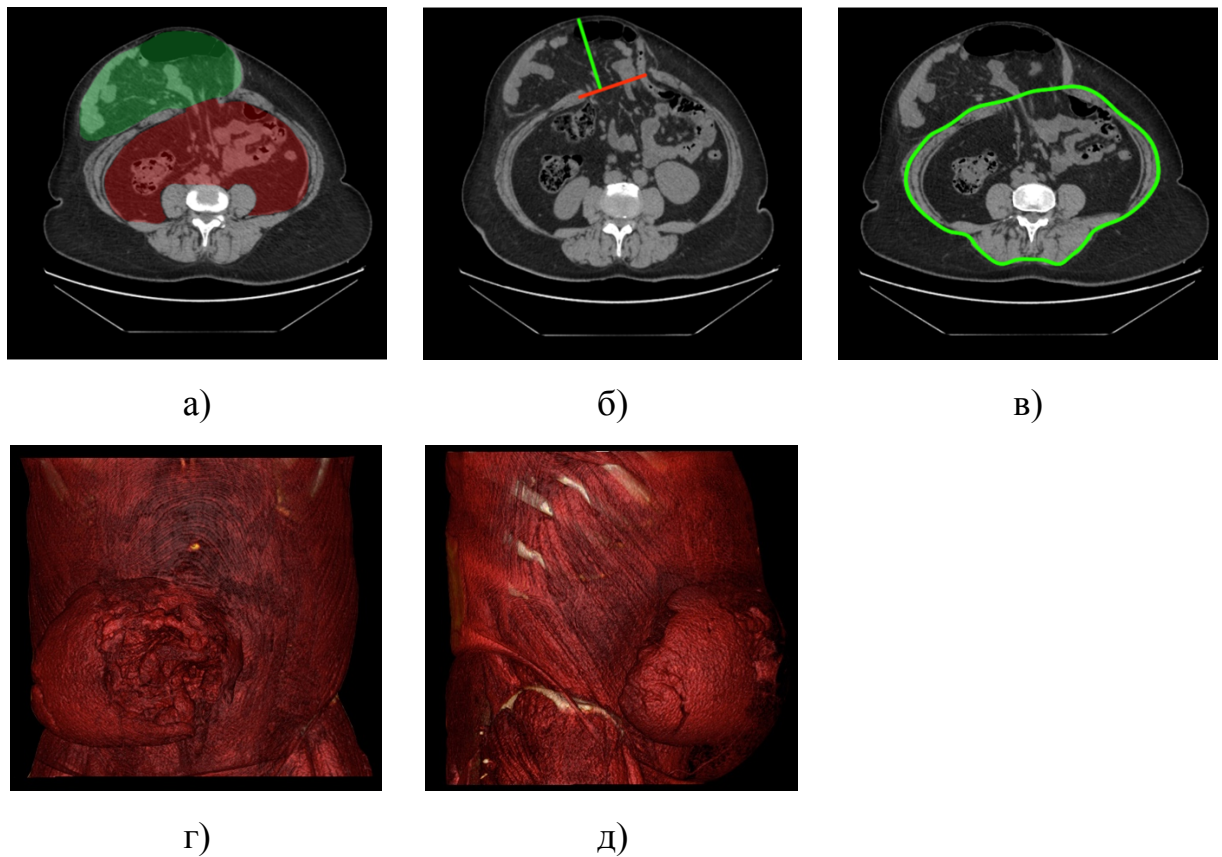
Схемы измерения КТ-размеров: а – объемов грыжевого мешка и брюшной полости, б – размеров грыжевых ворот и грыжевого мешка, в – окружности брюшной стенки; модель грыжевого дефекта и брюшной стенки при помощи 3D-рендерига DICOM изображение (г – вид в сагиттальной проекции, д – вид сбоку).
